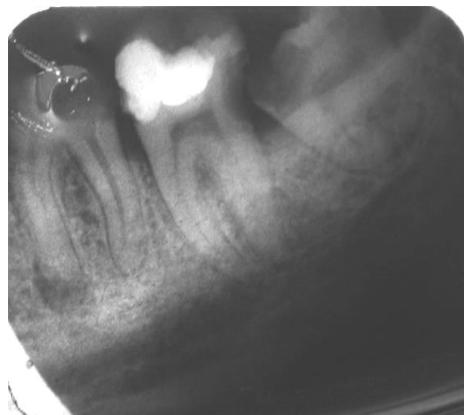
Дентальная рентгенография дистопия зуба 3.8 10
